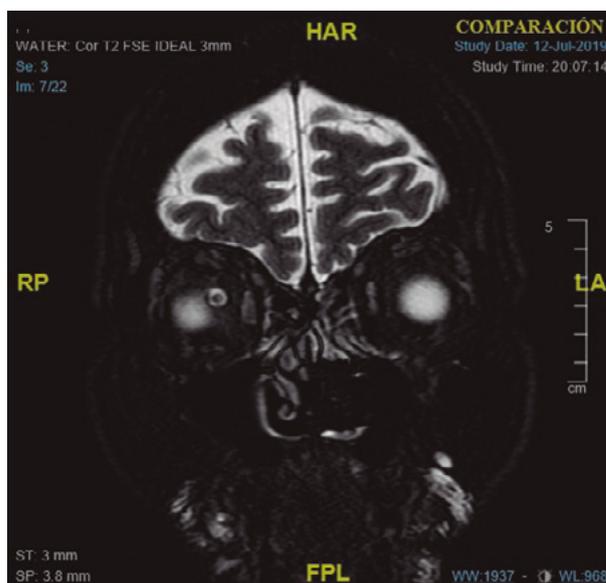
Meningioma: Resonancia magnética. Corte coronal en secuencias potenciadas en T2 donde se aprecia el «signo de la diana» o el «donut» por meningioma de la vaina del nervio óptico derecho.
